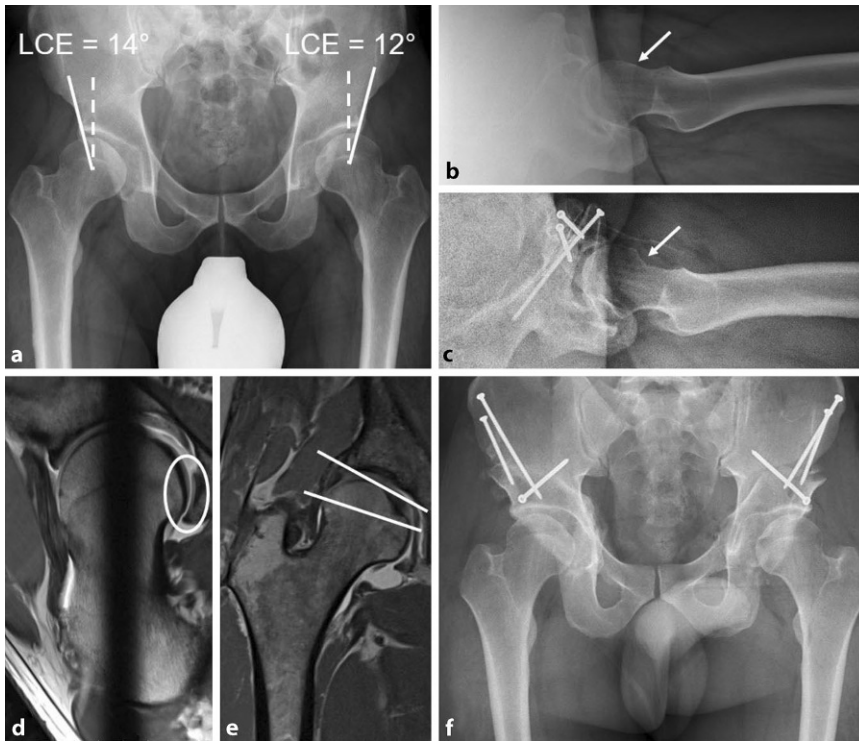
▲ 28-jährige Patientin mit beidseitigen Leistenschmerzen insbesondere beim Stehen. Positives vorderes Impingement-Zeichen mit Schmerzprovokation inguinal beidseits. a Das Beckenübersichtsbild zeigt einen verminderten LCE (lateral-Centrum-Erker-Winkel) bds. mit erhaltener Shenton-Linie. b Deutliche Cam-Morphologie des Schenkelhalses anterior (Pfeil). c Zustand nach Korrektur der Cam-Morphologie am Schenkelhals (Pfeil) mittels Hüftarthroskopie. d In der präoperativen MRT zeigt sich Kontrastmittel zwischen Femurkopf und Azetabulumhinterhorn (Kreis) als Zeichen einer dezenten Subluxation, bedingt durch die Dysplasie. Des Weiteren zeigt sich anterior eine deutliche Cam-Deformität. e Positiver „femoro-epiphyseal acetabular roof index“ als zusätzlicher Hinweis auf eine Instabilität des Gelenks. f Zustand nach beidseitiger periazetabulärer Osteotomie zur Verbesserung der azetabulären Überdachung
